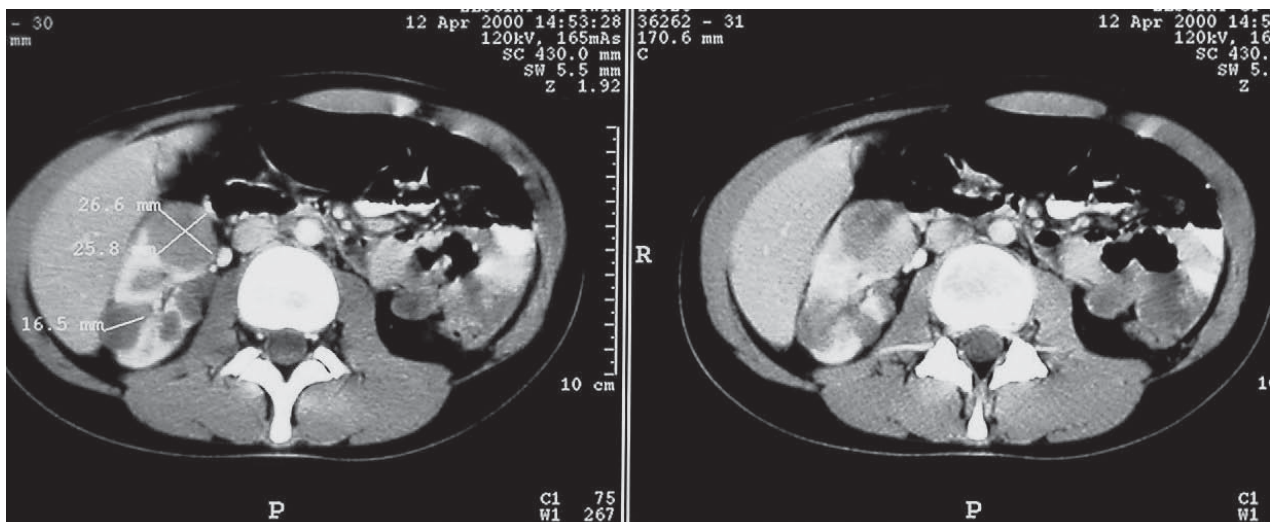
Badanie TK – znacznie powiększona prawa nerka, słabo wzmacniająca się kontrastem
